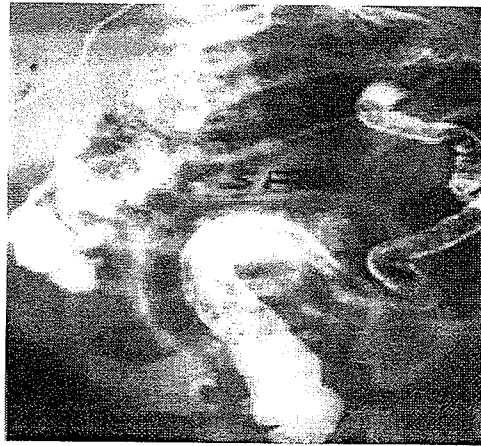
Barium enema radiograph of the infant in Figure 6a, showing a sharp transition zone at the splenic flexure.
